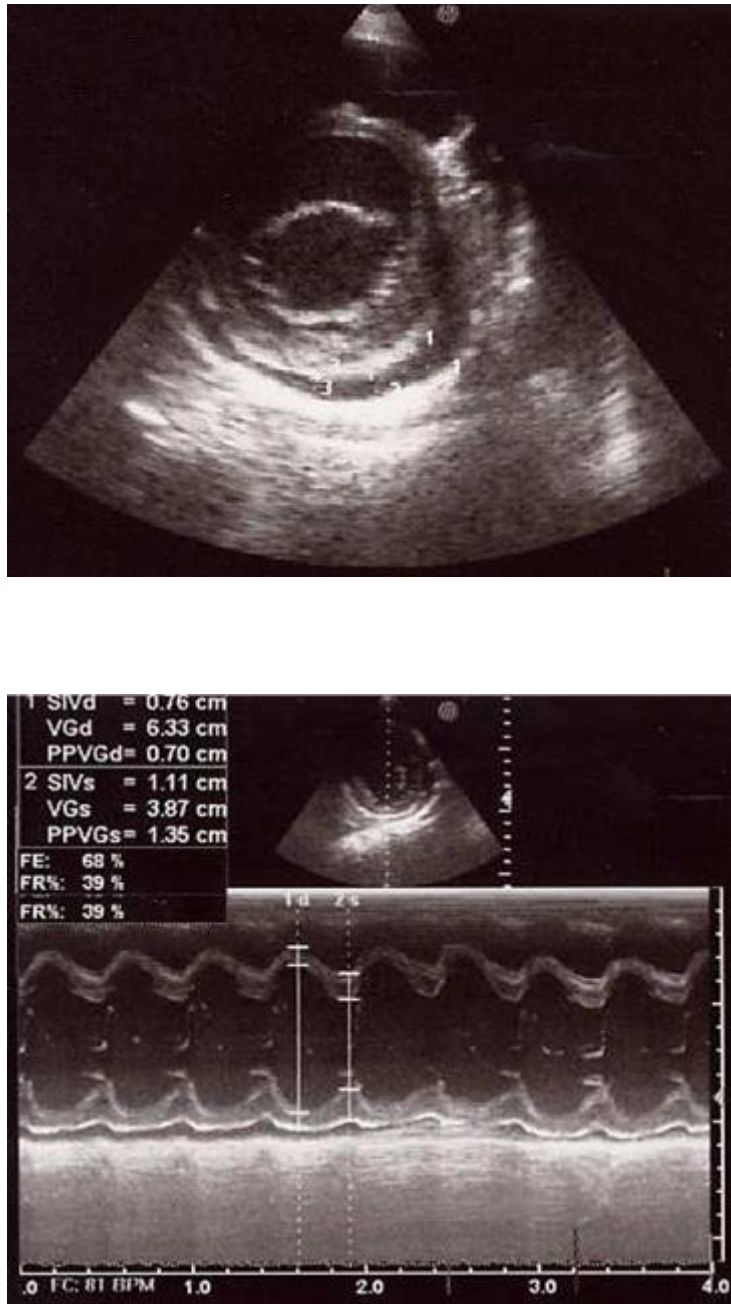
échographie cardiaque en mode TM et 2D montrant un épanchement hypo-échogène modéré de 2,9-4mm (Service de Pédiatrie CHU Hassan II – Fès).
